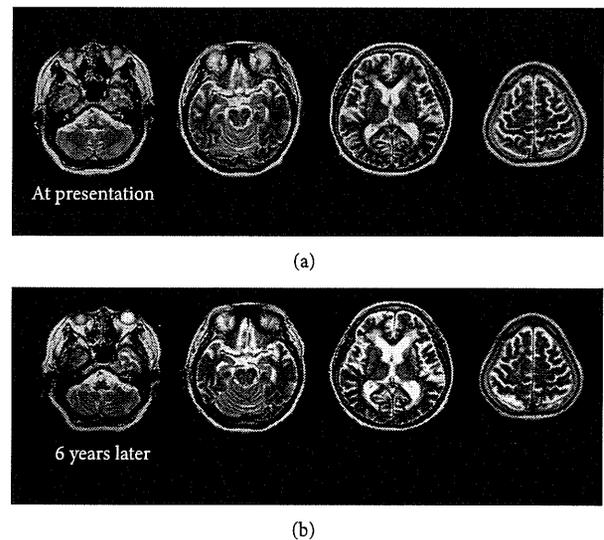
Horizontal T2 weighted brain Magnetic Resonance Image (MRI) of the patient in Case B at presentation (a) and 6 years later (b). Leukoaraiosis at presentation and its progression across 6 years were clearly observed as high signal intensity in the periventricular white matter.
